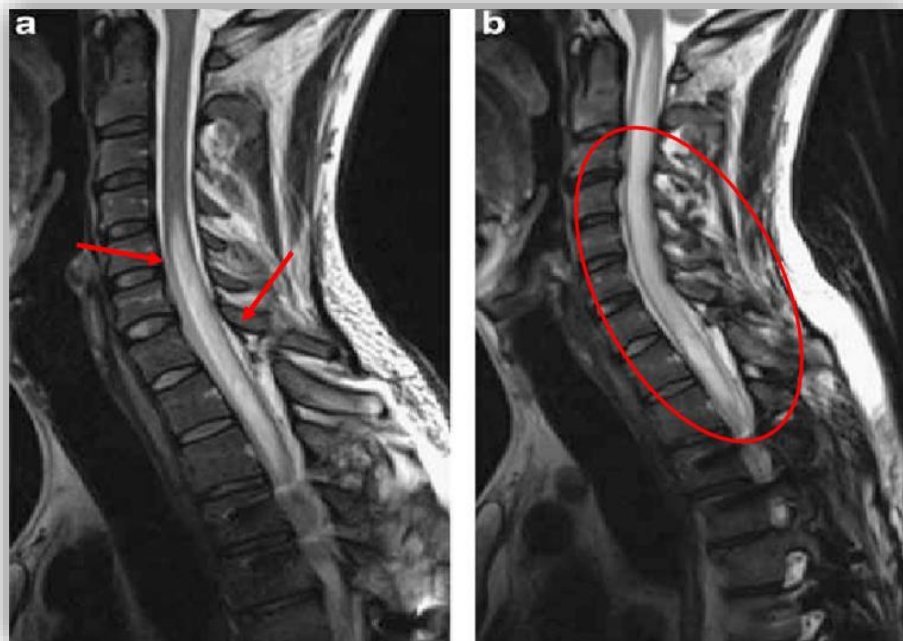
IRM médullaire dans un contexte de lésion chronique post-traumatique [94]
